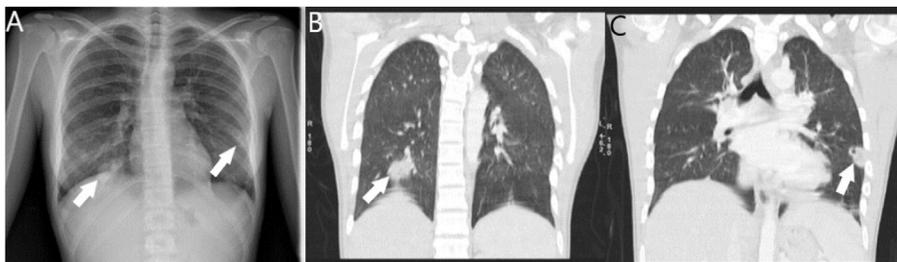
Radiografía de tórax (A): condensaciones pulmonares con tendencia a la cavitación. Reconstrucción coronal de la TC (B y C) con ventana de pulmón que permite definir mejor las lesiones, con cavitación en lóbulo inferior izquierdo.
